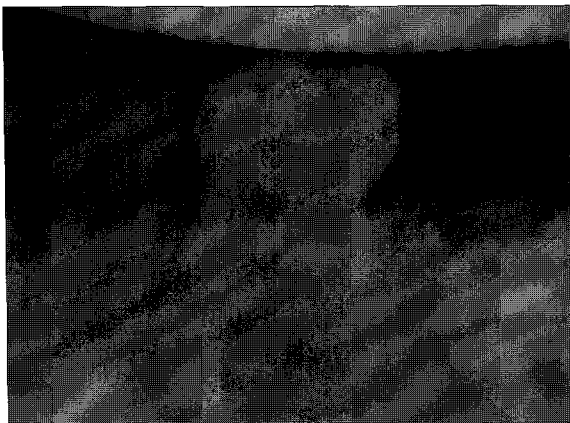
Periapical view.
